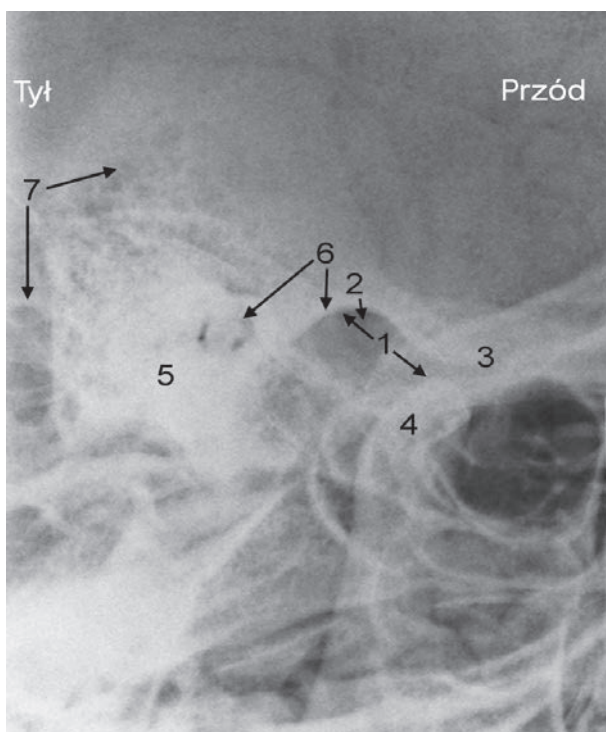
Голова. Боковой рентгеновский снимок черепа:
